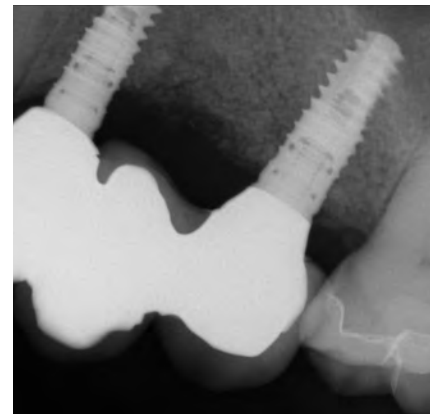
Röntgenkontrolle der prothetischen Versorgung mit stabilem Augmentat
